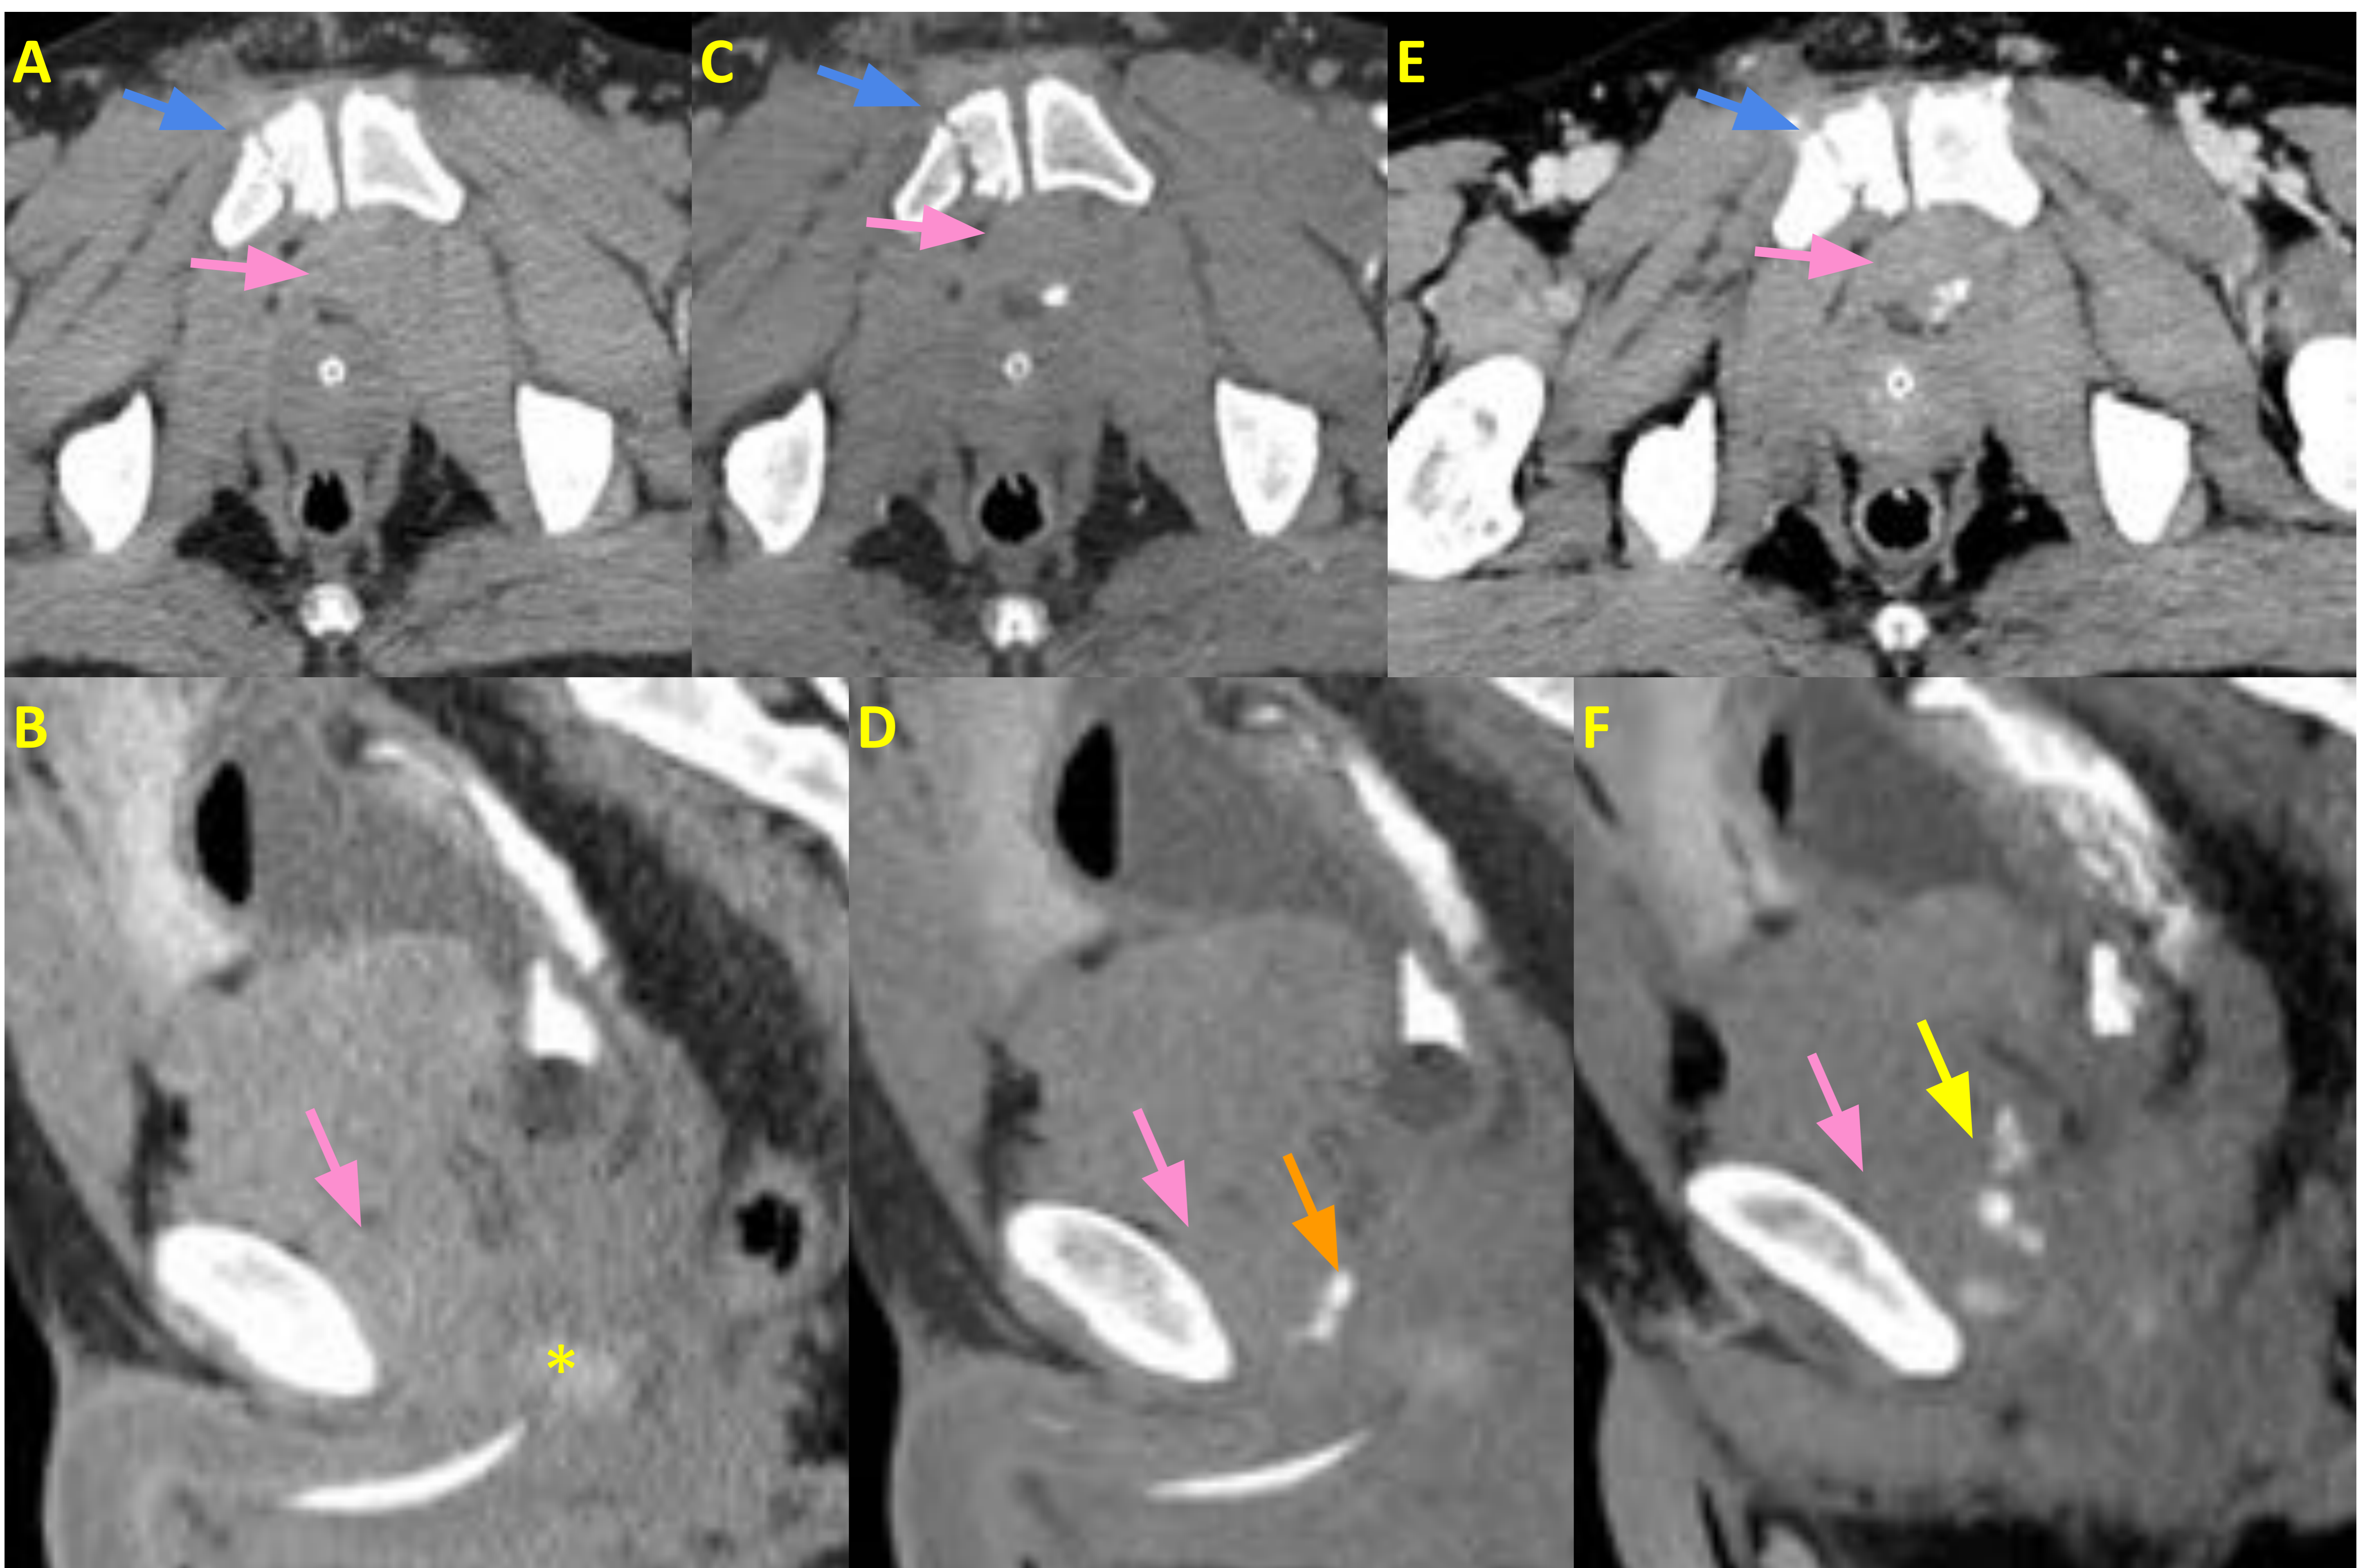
Hematoma postraumático retropúbico con sangrado activo. TC multifásico con fase simple (A,B), arterial (C,D) y venosa (E,F) en paciente politraumático por accidente de tráfico. Los cortes del TC a nivel pélvico muestran una fractura parasinfisiaria de rama púbica derecha (flecha azul) con hematoma retropúbico asociado (flecha rosa). En la fase arterial vemos una extravasación de contraste en el interior del hematoma retropúbico (flecha naranja), que aumenta de tamaño y cambia la morfología en la fase venosa (flecha amarilla). Aumento de densidad periuretral prostático en estudio no contrastado (asterisco amarillo), que no permite descartar lesión de la uretra prostática.
